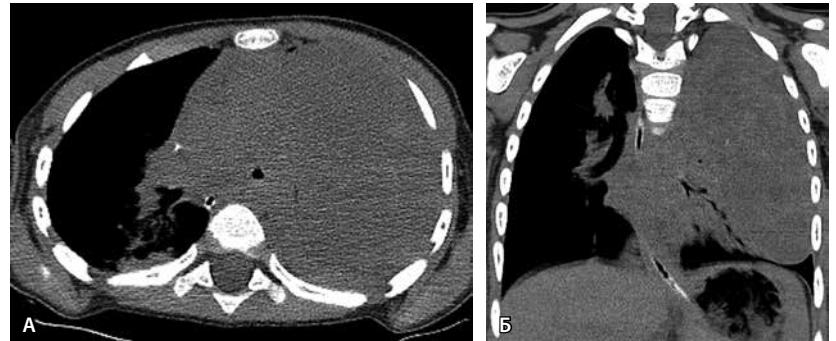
Компьютерные томограммы, нативная фаза, в аксиальной (А) и фронтальной (Б) проекциях – многоузловое объемное образование левой половины грудной клетки
